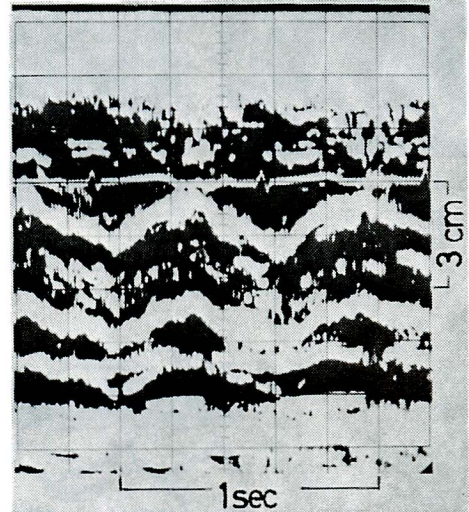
An echocardiogram of a case of cor triatriatum.
